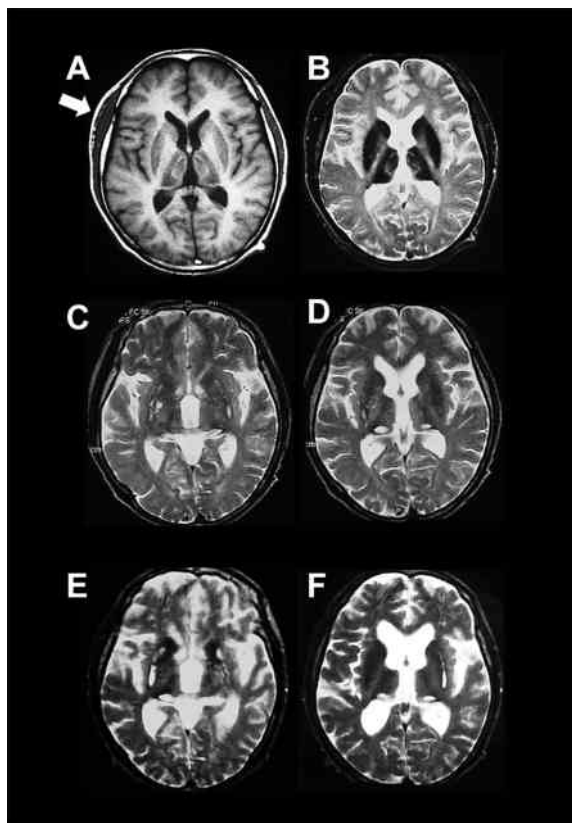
A, B: X-13年(42歳時)の頭部MRI。T1強調画像(A), T2強調画像(B)。T1, T2強調画像ともに両側基底核に低吸収域を認める。転倒による頭部打撲のため皮下血腫を認める(A:矢印)。C, D: X-3年(52歳時)の頭部MRI T2強調画像。両側被殻(C)および両側視床(D)に変性、壊死巣を認めた。E, F: X-1年(54歳時)の頭部MRI T2強調画像。C, Dに比べ、前頭葉を中心とした大脳皮質の萎縮と脳室拡大が進行。
